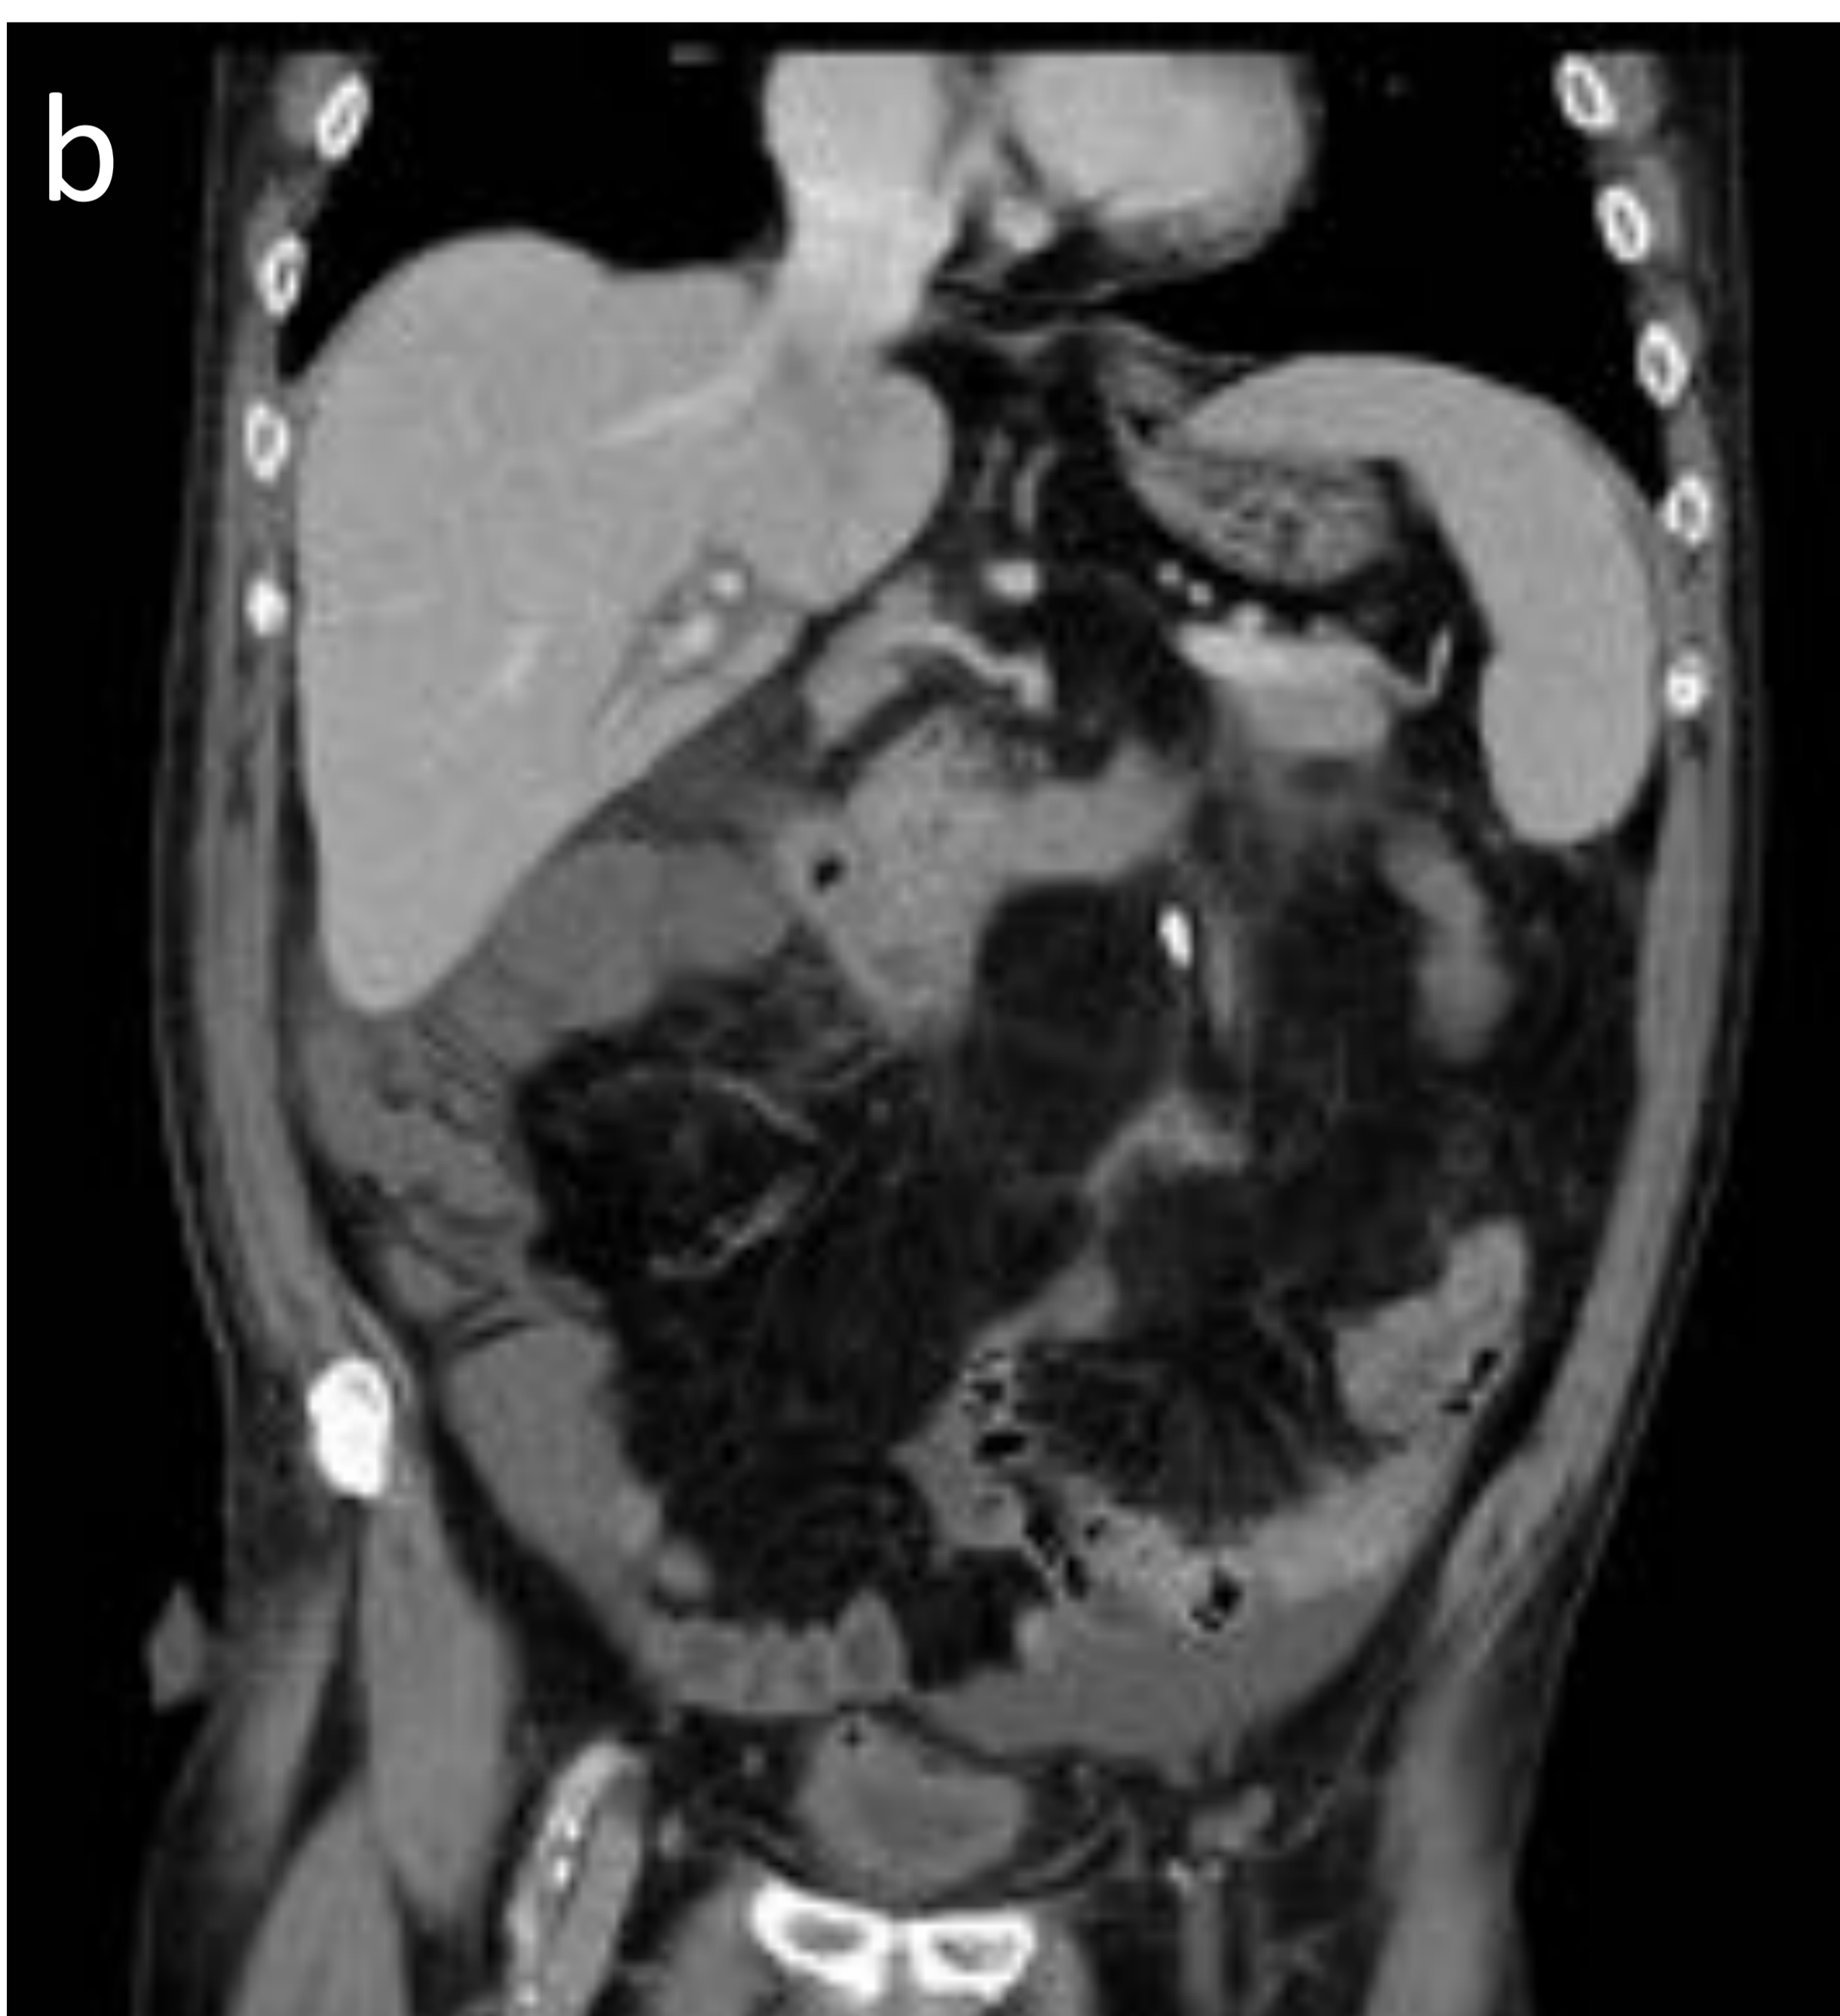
Hombre de 69 años con cáncer de unión recto-sigmoidea estadio III. a) Lesión neoplásica en unión recto-sigmoidea. b y c) TC realizada 28 días después de la cirugía que muestra engrosamiento y ausencia de realce parietal en el colon derecho y mitad del colon transverso, edema submucoso en mitad proximal del colon izquierdo, hallazgos sugestivos de colitis isquémica. Al paciente se le realizó una hemicolectomía derecha.
